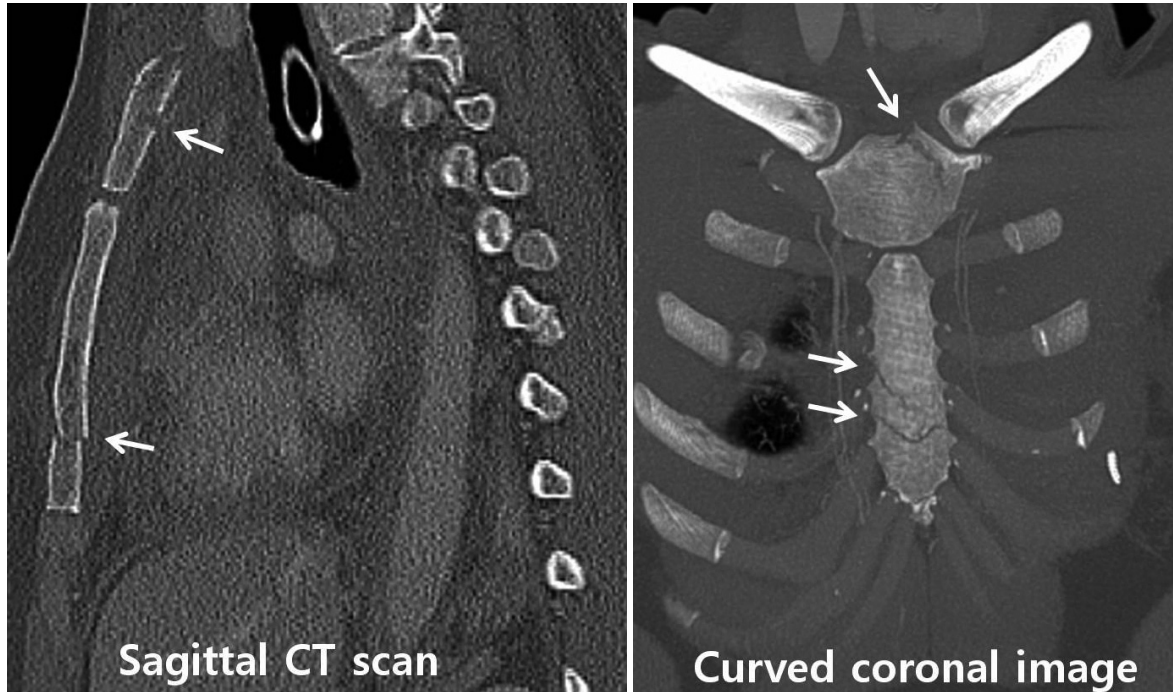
Multiple sternal fractures in a 38-year-old woman with driver accident. Sagittal CT scan and curved coronal images show multiple fractures (arrows) in the manubrium and body of the sternum.
